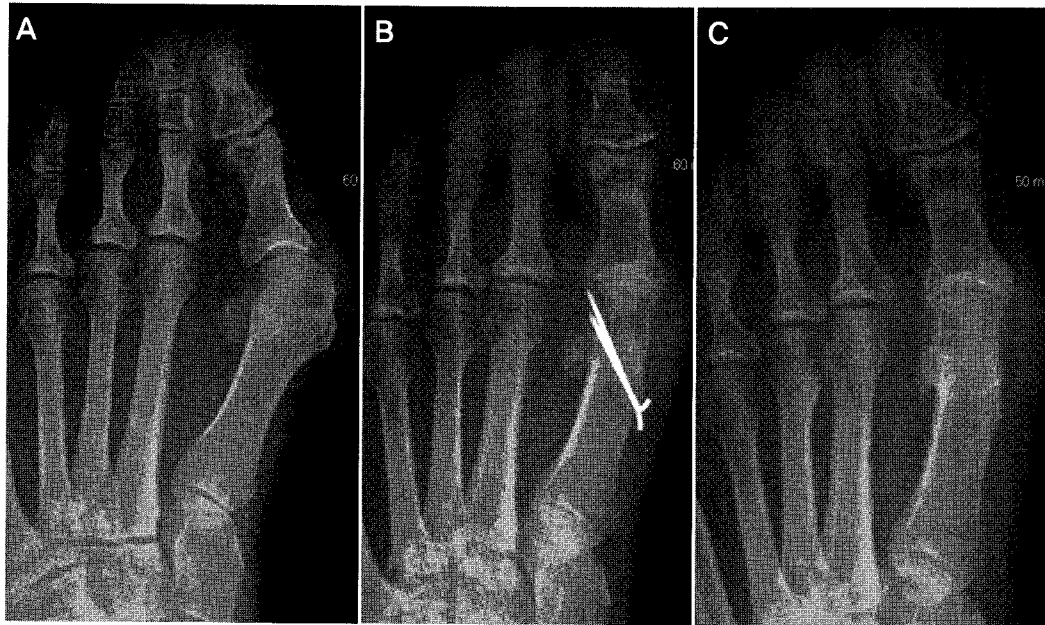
(A) Preoperative AP radiography, (B) postoperative AP radiography, (C) 31 months follow-up AP radiography showed correction of the hallux valgus deformity with distal chevron osteotomy.
